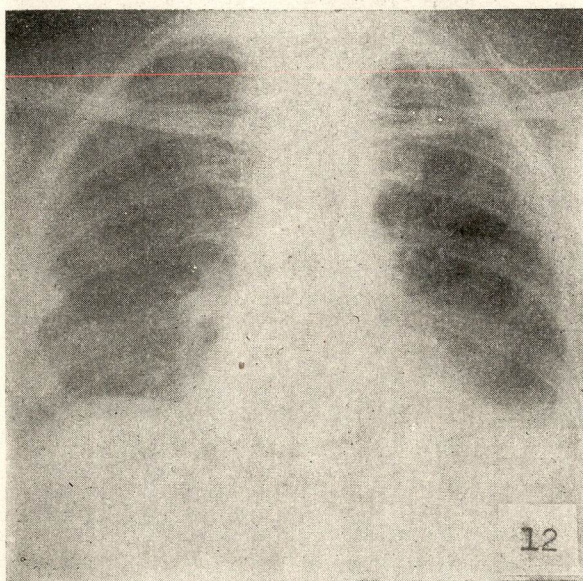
B. L. P. — Radiografia mostrando reabsorção do derrame pleural metastático. Após tratamento pelo derivado fenólico
